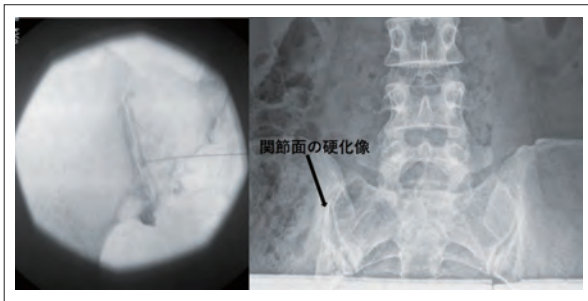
仙腸関節ブロック。仙腸関節に局所麻酔薬とステロイドの混合液を注入してその効果を観察する。右は単純X線写真での右仙腸関節の硬化像
